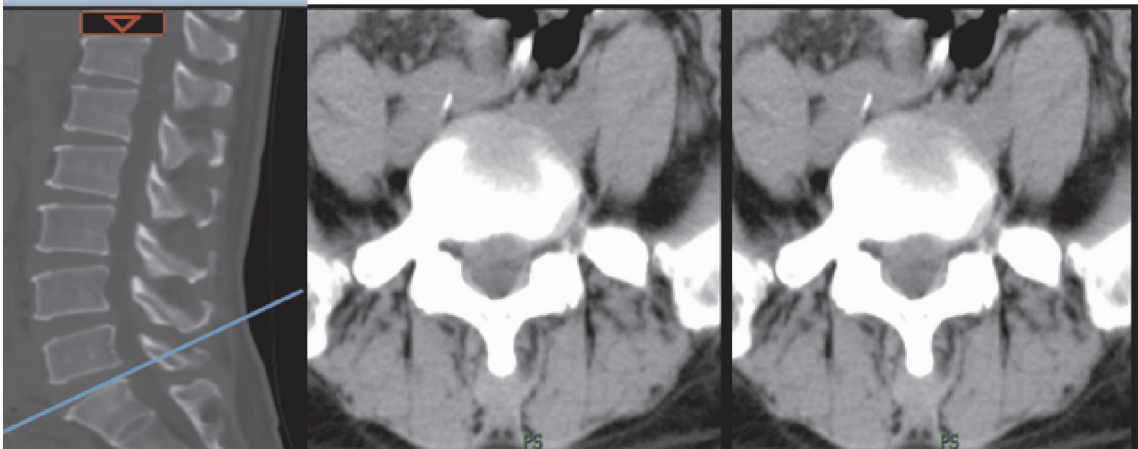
腰椎 CT 提示 L₅S₁ 椎间盘突出(中央偏右型),无椎间盘钙化,关节突无明显增生,神经根管未见明显狭窄
